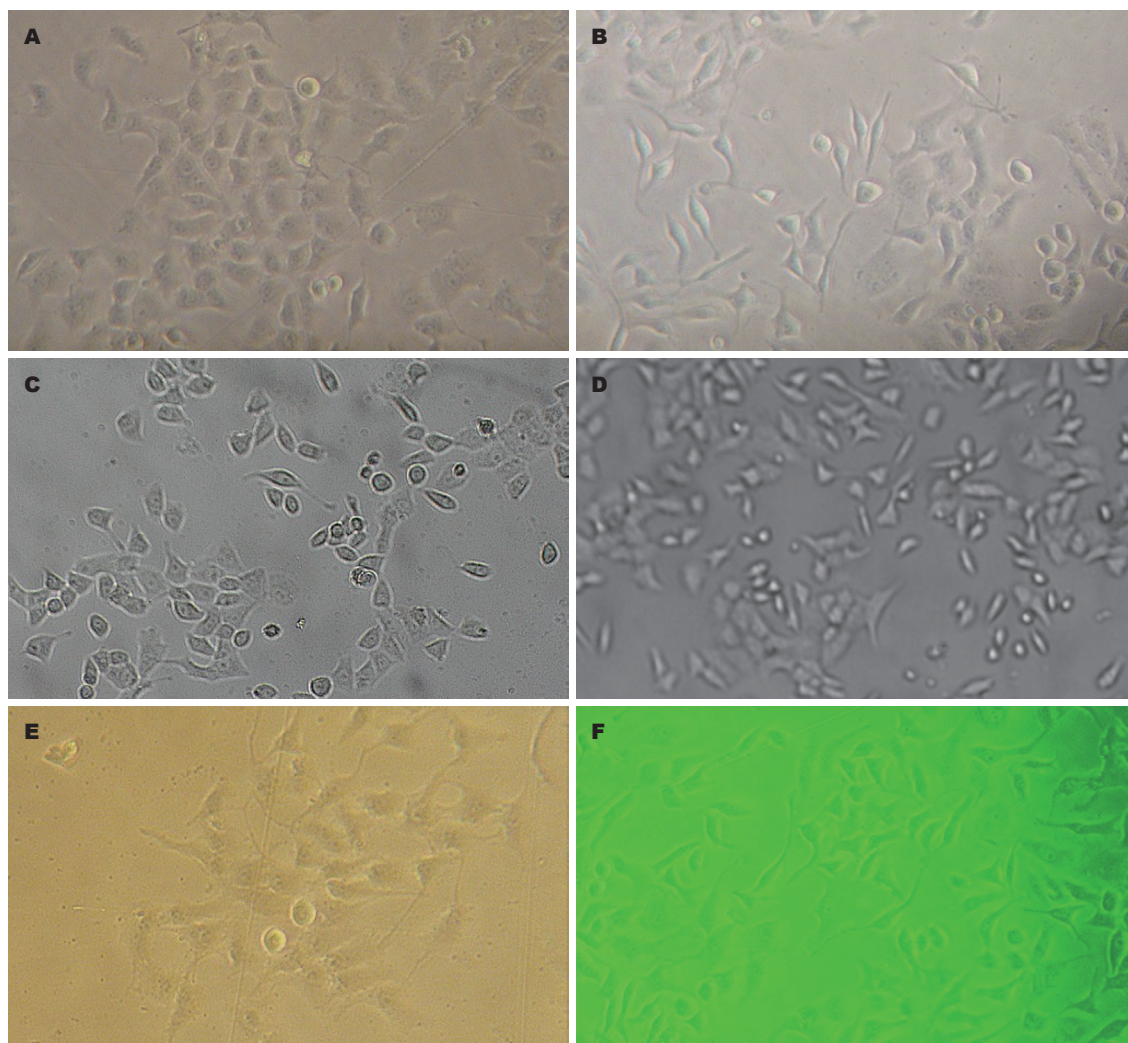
H. pylori*超声提取液刺激胃癌细胞BGC-823后, 12、24 h细胞形态学的改变. A, D: 对照组; B, E: 东亚型菌株处理组; C, F: 西方型菌株处理组; A-C: 12 h; D-F: 24 h.
